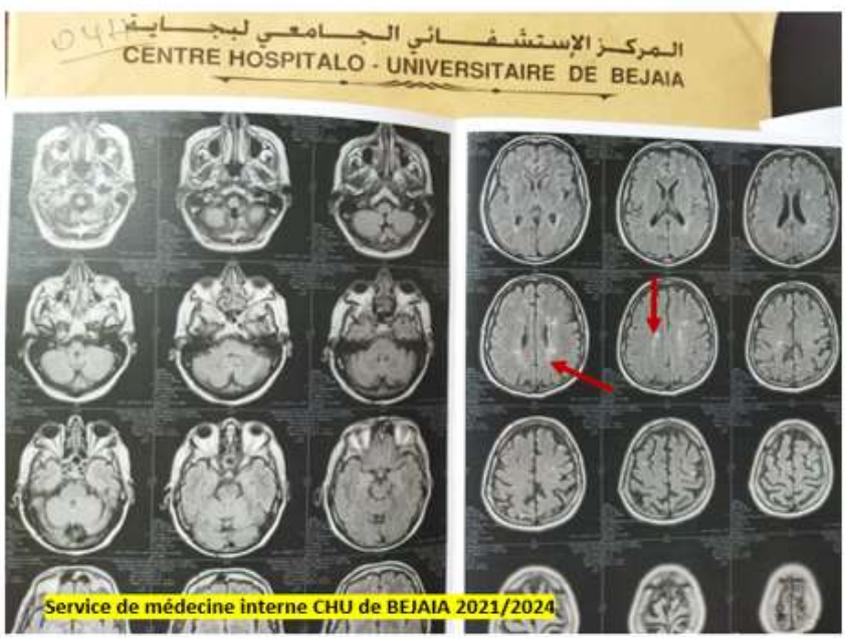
Image IRM cérébrale d'un patient de la série
